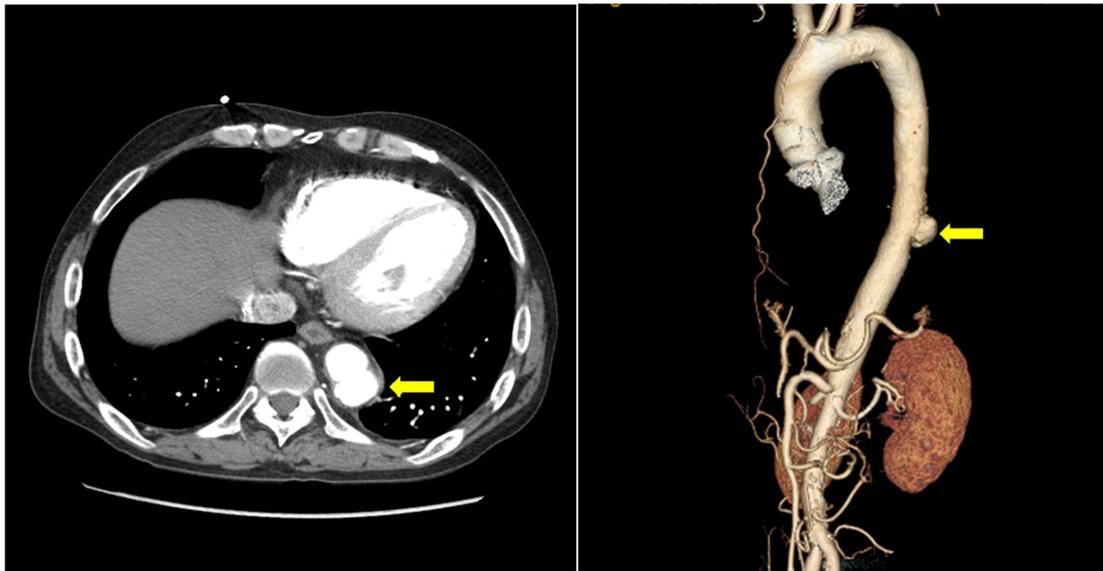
Chest CT scans demonstrated a saccular outpouching aneurysm on descending thoracic aorta, about 3.6 cm in diameter (yellow arrow).
